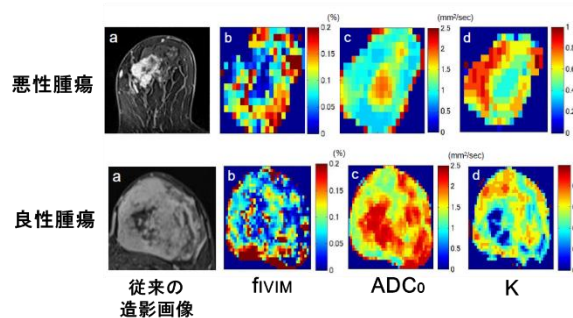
乳腺腫瘍拡散 MRI パラメトリックマップ
